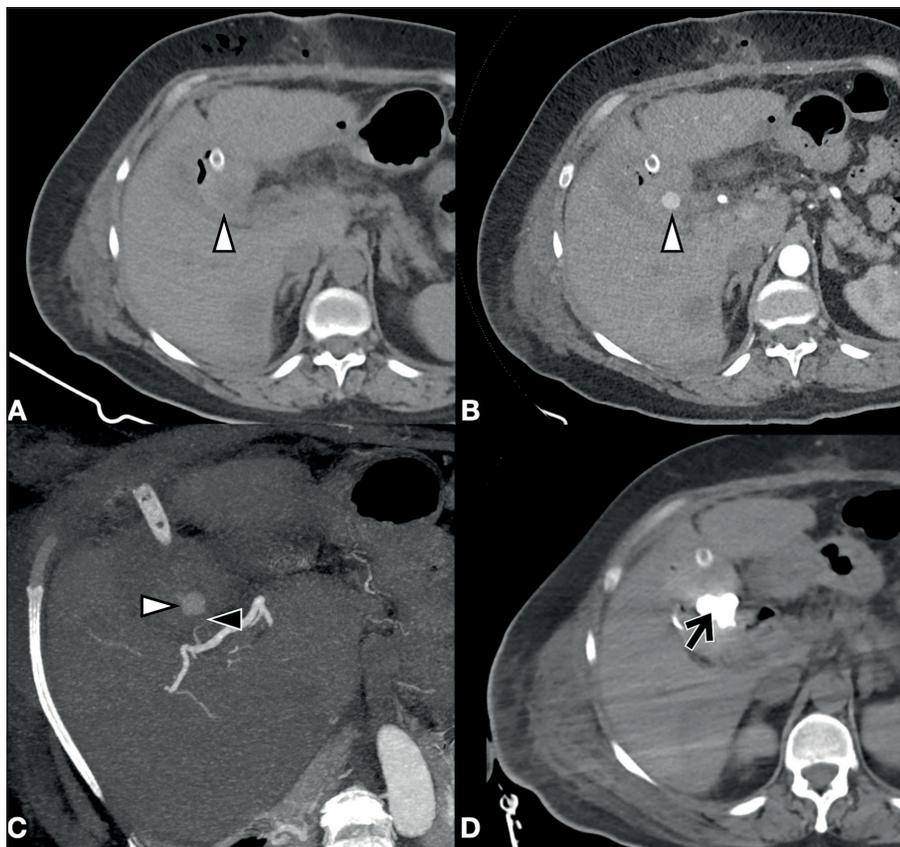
Paciente que sufre lesión de arteria cística post colecistectomía. A TC sin contraste y B con contraste en fase arterial, que demuestran la extravasación de medio de contraste endovenoso en un pseudoaneurisma (punta de flecha blanca). En C reconstrucción oblicua en proyección de máxima intensidad (MIP), que muestra el origen en arteria cística (punta de flecha negra). En D TC sin contraste post embolización supra-selectiva, donde se observa material denso ocluyendo el pseudoaneurisma (flecha negra). (Caso facilitado por Dra. Karin Krauss, Radióloga Complejo Asistencial Padre las Casas).
